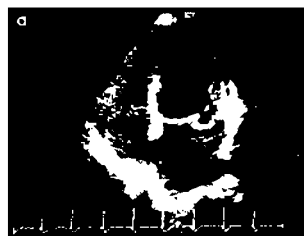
УЗИ сердца: пролапс митрального клапана
